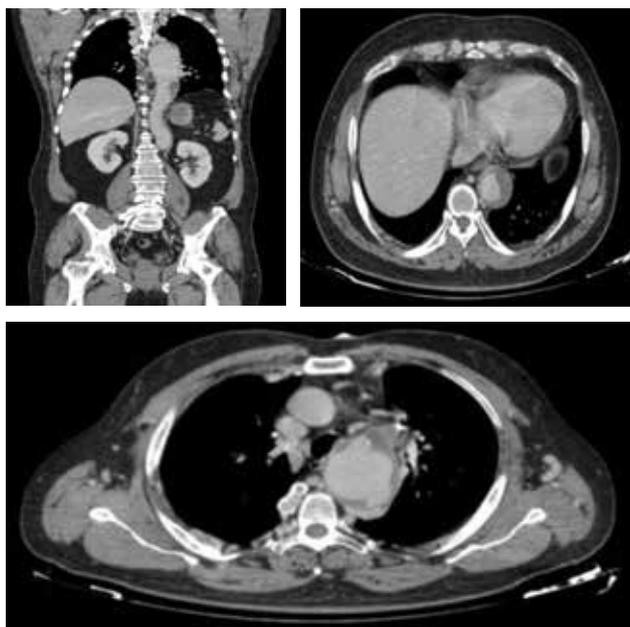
Angio-TAC 2024, con persistencia de la disección sin cambios con respecto al estudio previo.
